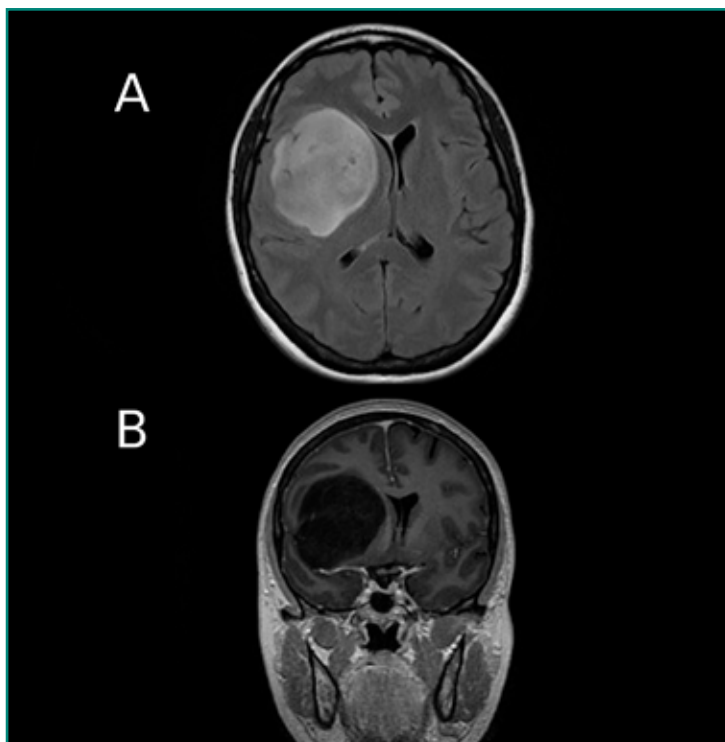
Astrocitoma difuso (grado II OMS). A: imagen axial de RM, secuencia FLAIR. Lesión focal intraparenquimatosa frontotemporal derecha, hiperintensa, bien delimitada, con efecto de masa sobre el sistema ventricular ipsilateral y desviación de línea media; B: imagen coronal ponderada en T1, posadministración de contraste i.v. Lesión marcadamente hipointensa sin realce evidente tras la administración de contraste i.v.
